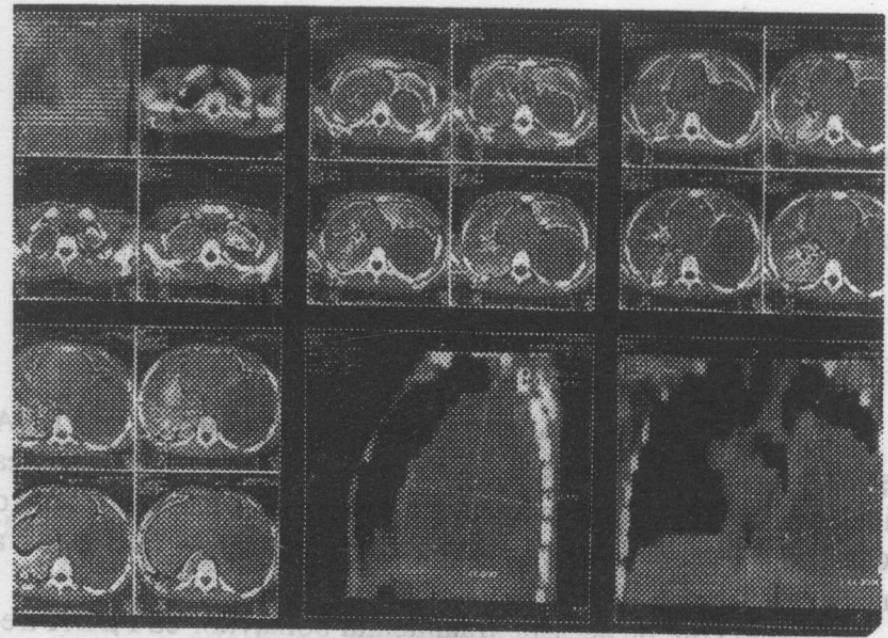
Tomografie computerizată a pneumoniei bacteriene distructive a plămânlui drept. Pionpneumotorax pe dreapta.
